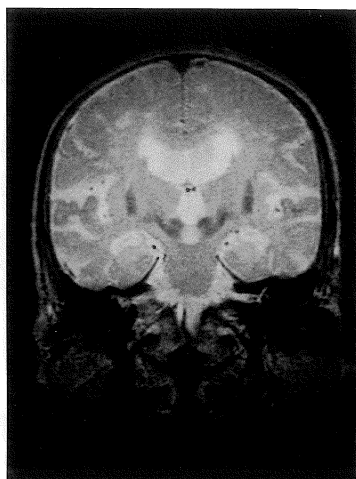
健康高齢者(71歳)の頭部MRI 冠状断像(1.5 T, long, SE法; TR/TE=1600/100): 内包・錐体路・基底核部に両側とも異常信号域を認めない。
